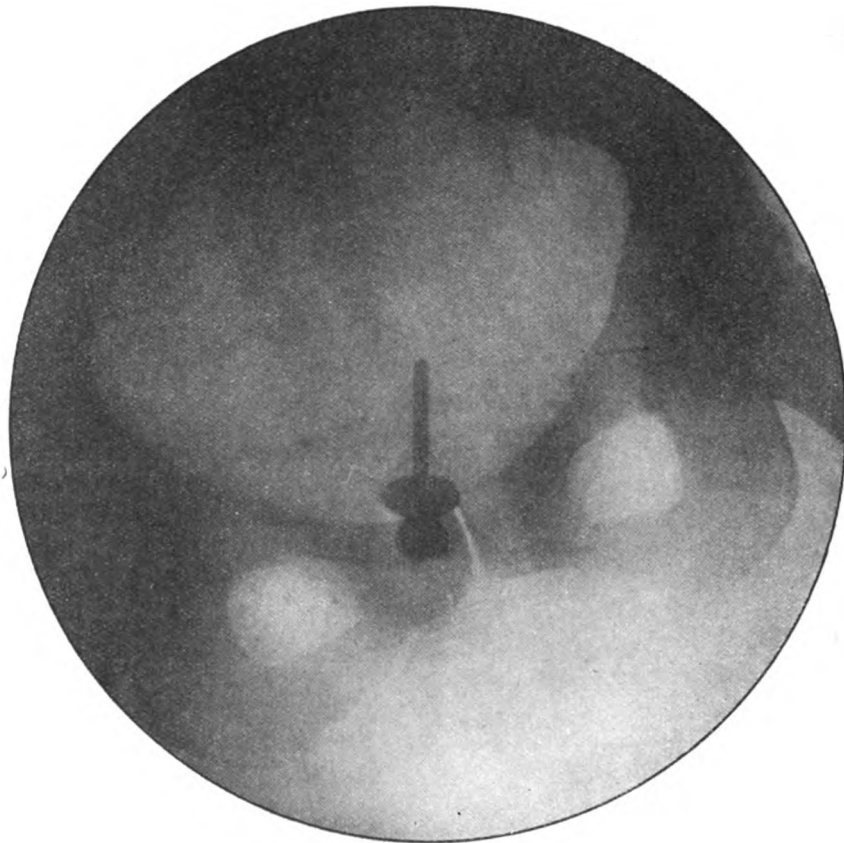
Radiographie du bassin après introduction d'un repère métallique dans le col utérin. Malade couchée horizontalement sur le dos, épaules contre table. (Le rayon normal vertical par le repère.)
